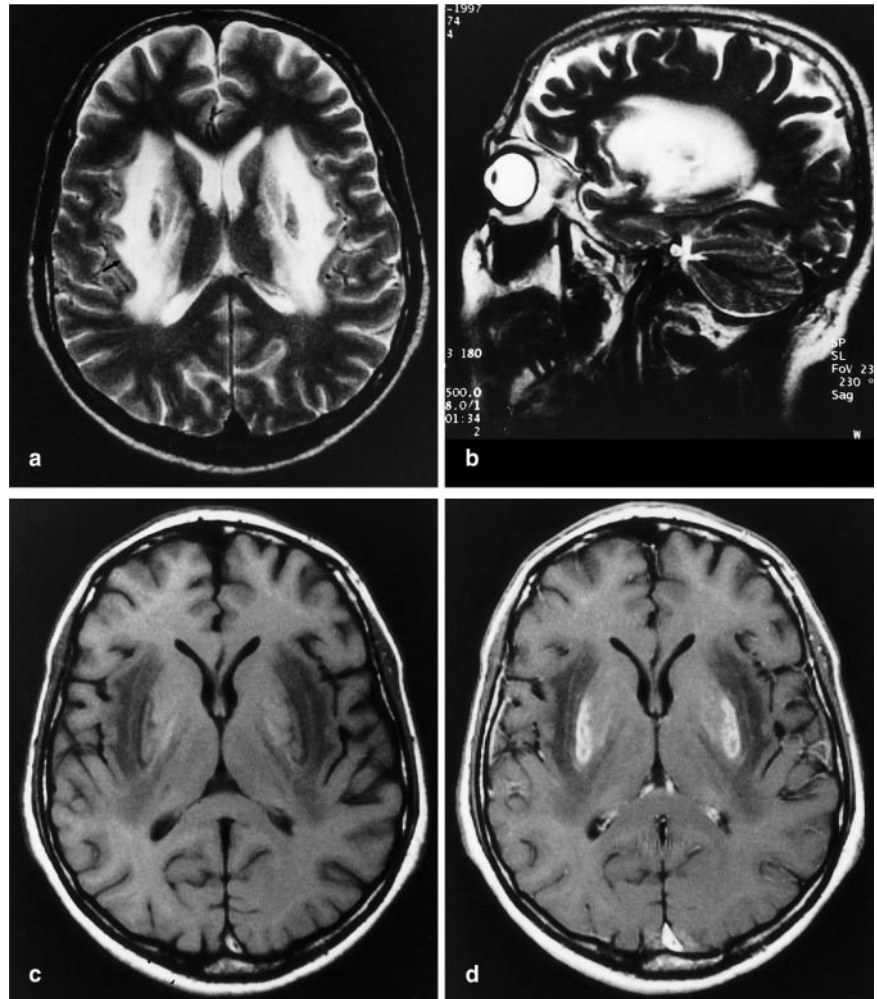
d ▲ Patient 3: MRT 3 Wochen nach Krankheitsbeginn. Im T2-gewichteten transversalen (a) und sagittalen (b) Bild Nachweis bilateral symmetrischer homogener Signalanhebungen temporoparietal im Marklager, Capsula externa, extrema und des dorsalen Schenkels der Capsula interna. Einblutung in den Linsenkern beidseits symmetrisch (T2 dunkel). Im T1-gewichteten transversalen nativen Bild (c) entsprechende Signalabsenkungen des Marklagers, Capsula externa, extrema und des dorsalen Schenkels der Capsula interna. Einblutung in den Linsenkern (T1 hell). Nach Kontrastmittelapplikation (d) deutliche Anreicherung beidseits im Linsenkern
